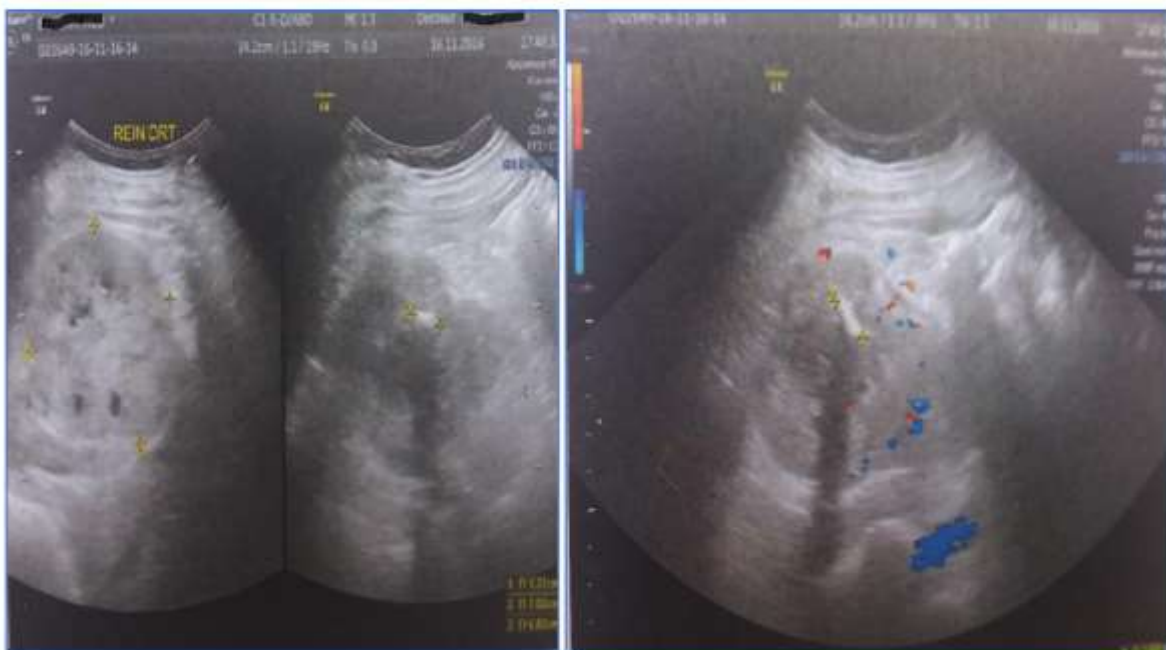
masses volumineuse hétérogène avec des calcifications, finement vascularisé au centre surtout en périphérie à l'écho doppler.
